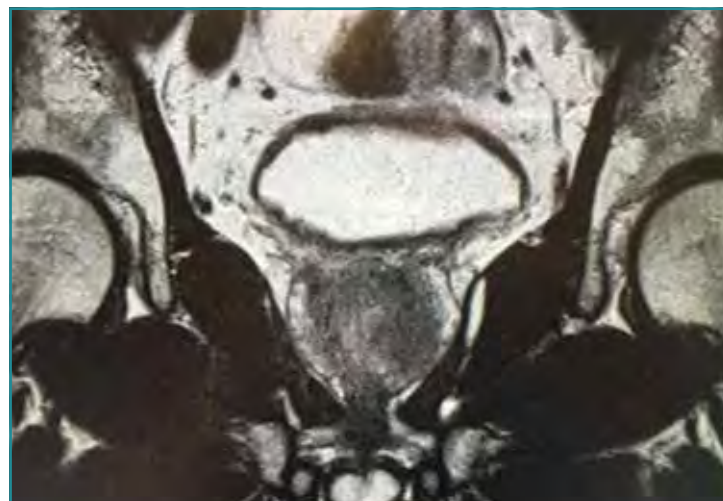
Resonancia magnética multiparamétrica prostática (secuencia T2W).
